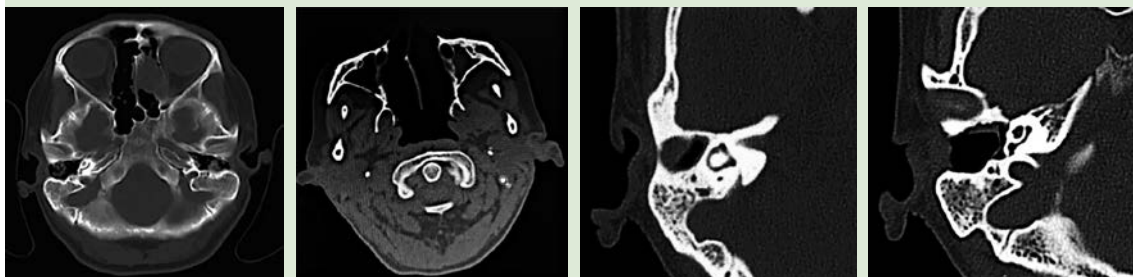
Tomografía computada de senos paranasales y oído derecho en cortes axiales con datos de rinosinusitis crónica y autocavidad de mastoidectomía derecha (2009).
